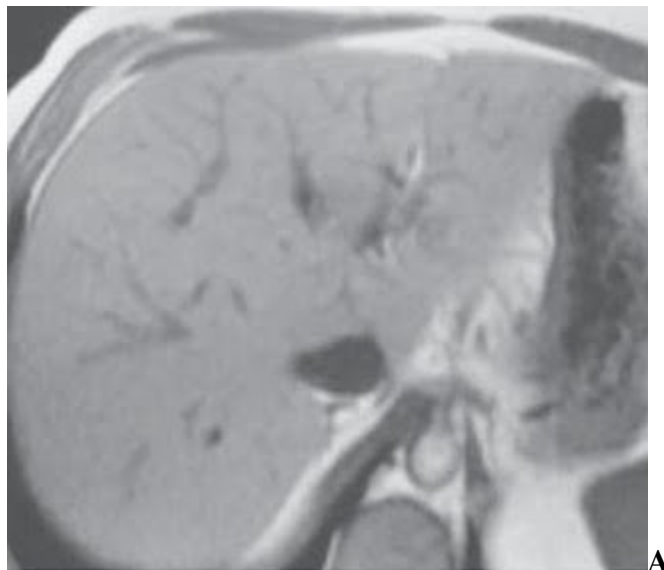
Área de esteatose focal na RM. A: Imagem nodular com hipersinal em T2 (seta) anterior à veia porta. Esta imagem tem isossinal ao parênquima hepático na sequência ponderada em T1 (B), notando-se redução do sinal (C) na sequência fora de fase.
